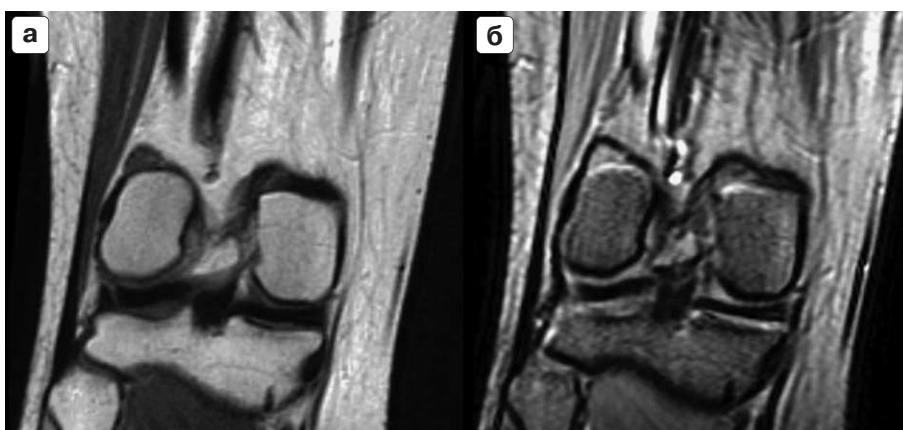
МРТ коленного сустава. Корональная проекция через задний отдел сустава. T1 ВИ в ИП SE (а) и T2 ВИ в ИП GRE (б).*
